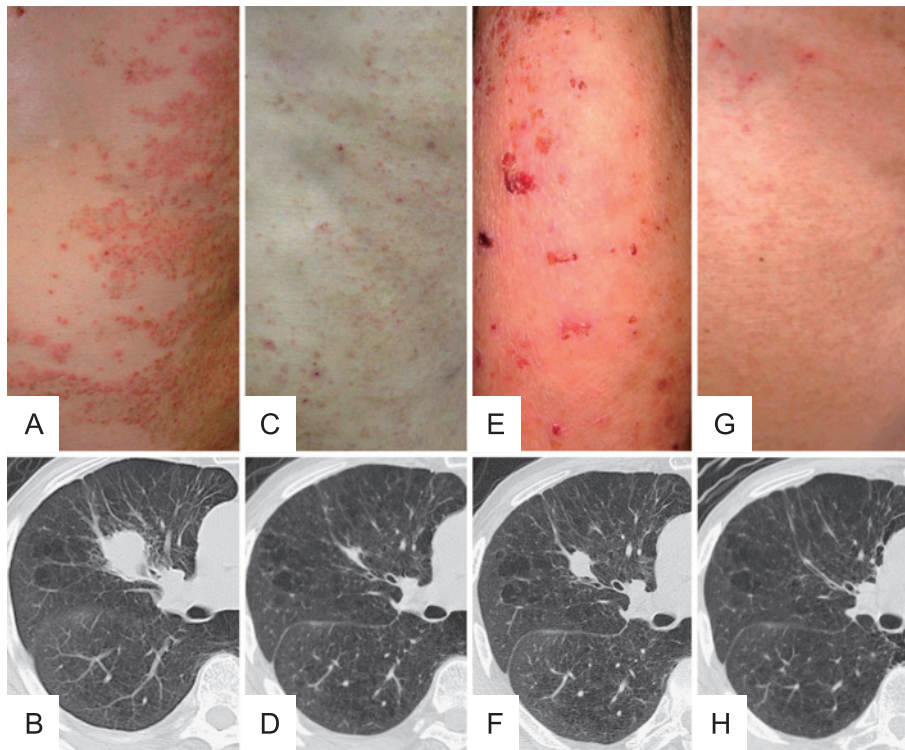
Skin lesions and chest CT findings in each period. The upper panels show chest (A, C, G) and arm (E) skin lesions and the lower panels show the corresponding chest CT images. A, B: one month after his initial visit to the dermatologist, before the systemic chemotherapy. C, D: skin lesions after 2 courses of chemotherapy (4th month) and CT findings after the fourth course (6th month). E, F: one month following the completion of chemotherapy (9th month). G, H: skin lesions following the first course of chemoradiotherapy (10th month) and CT findings after completion of the therapy (12th month).
